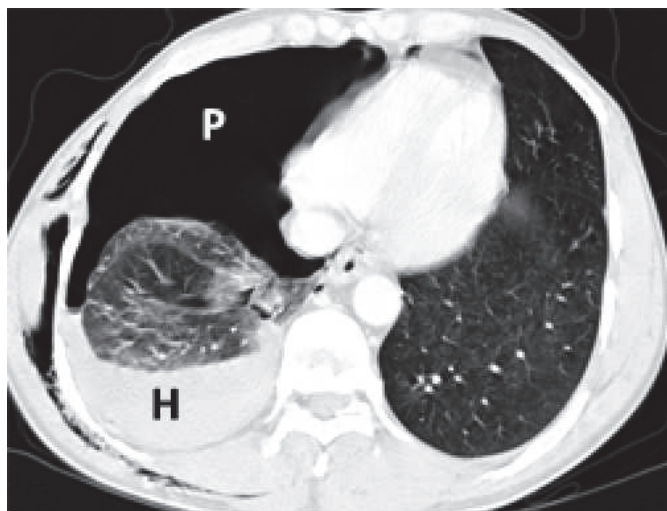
CT eines Pneumo-Haemothorax mit pleuralem Luftschluss (P) und Einblutung (H) (Beuran et al. 2010).
